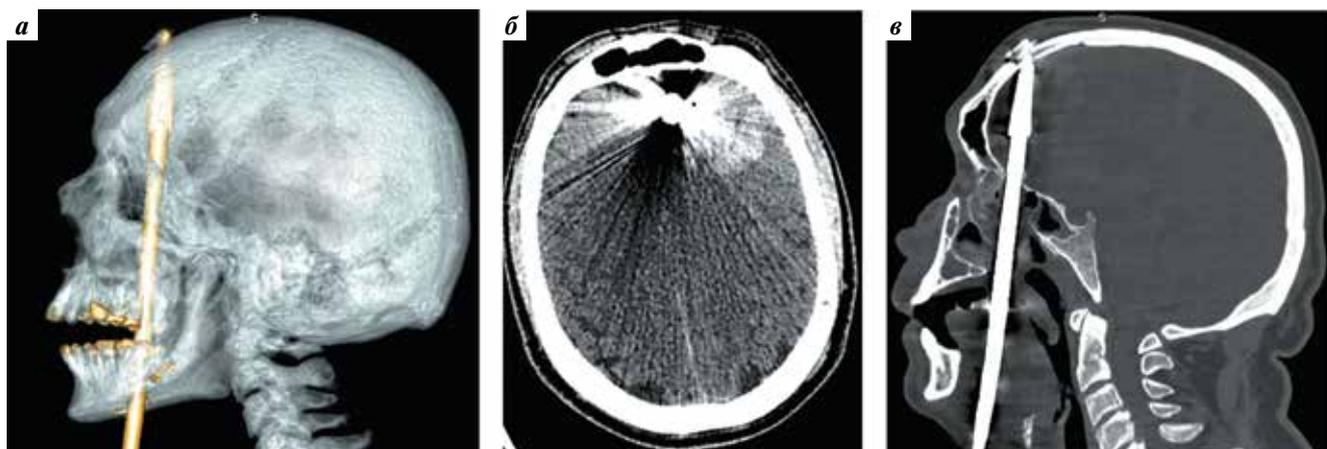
Компьютерная томография пациента Г. при поступлении: а — 3D-реконструкция: обращает на себя внимание массивный наконечник гарпуна с «флажками»; б — аксиальная проекция: внутримозговая гематома в левой лобной доле; в — сагиттальная проекция
